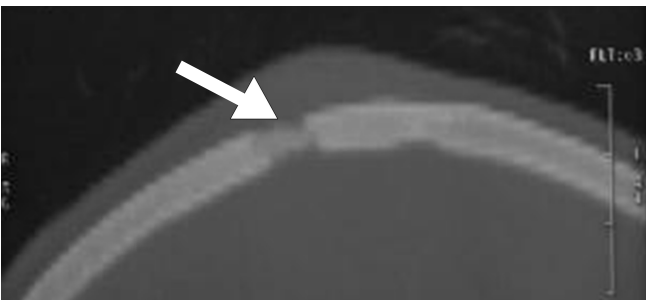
TDM cérébrale. Formation sous cutanée pariétale droite associée à une ostéolyse en regard (flèche blanche).
